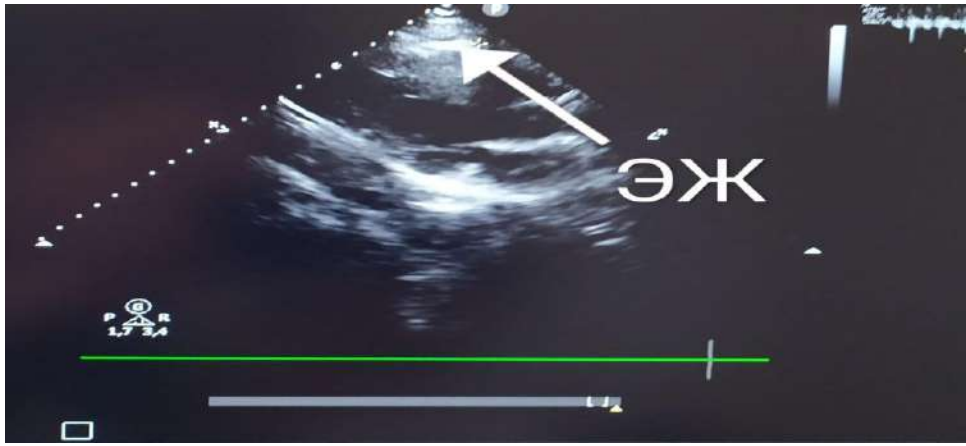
Эхокардиограмма мальчика У. 16 лет
